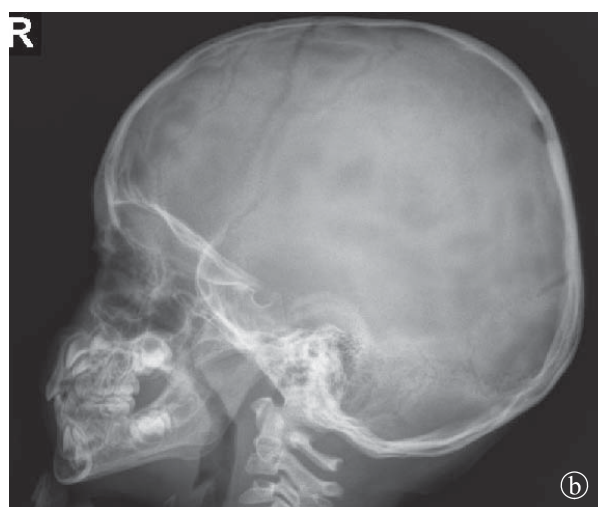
19. Granulom eozinofil. Leziune poliostică. Radiografie craniu a) AP, b) LL. Multiple zone transparente bine delimitate.
